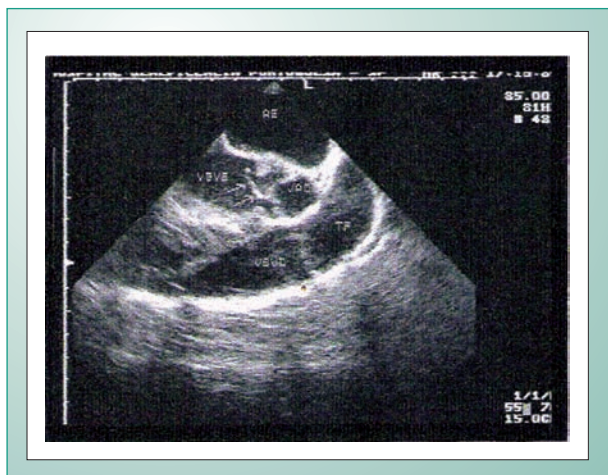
Ecocardiograma transesofágico pré-operatório, corte longitudinal, mostrando o desabamento do folheto direito da valva aórtica, levando a má coaptação dessa (setas). AE- átrio esquerdo; VSVE- via de saída do ventrículo esquerdo; VAO- valva aórtica; TP- artéria pulmonar; VSVD- via de saída do ventrículo direito.
